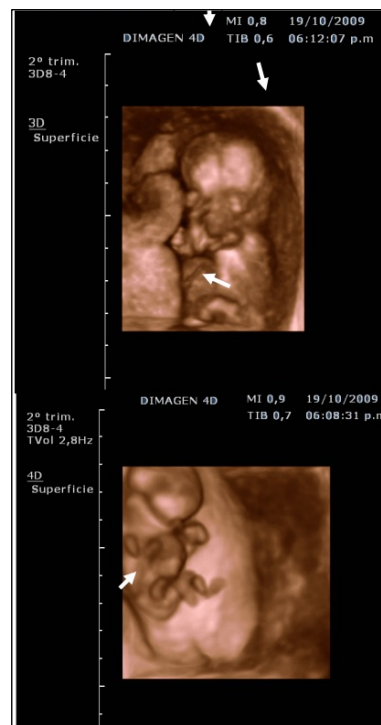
Ecografías 3D y 4D 1 trimestre de embarazo. Onfalocele (flecha)
